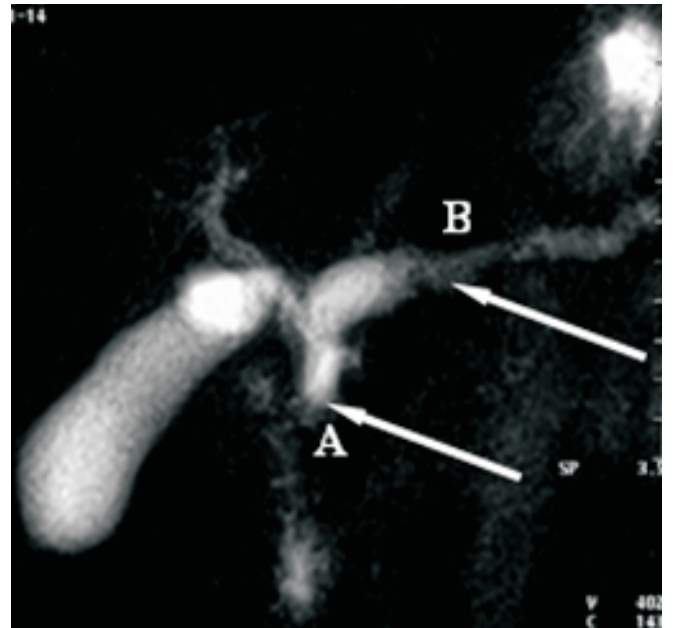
IRM. A- Litiază wirsungiană; B- Dilatarea d. Wirsung
